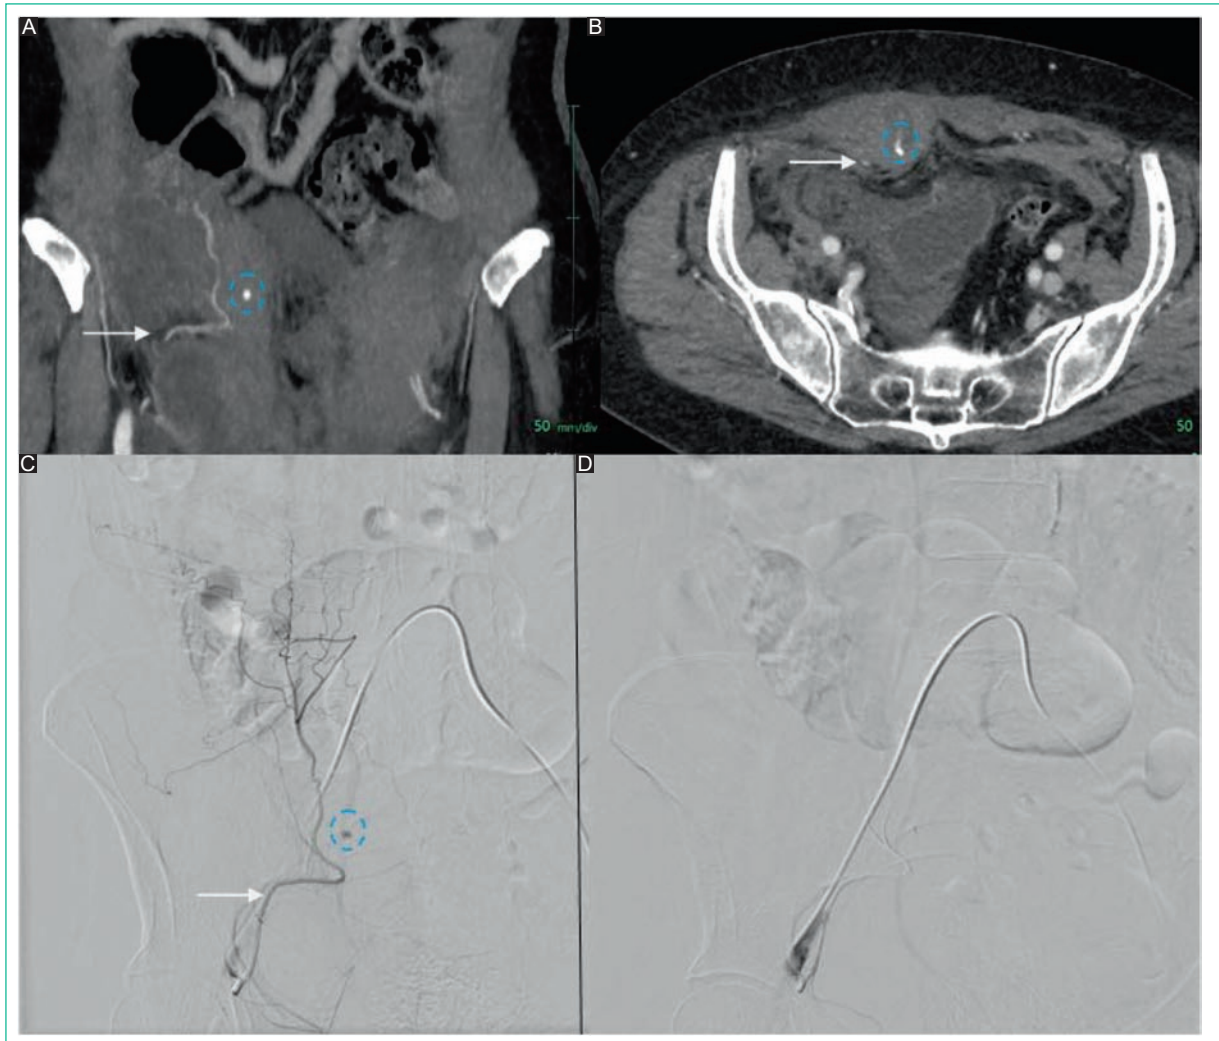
Paciente de 61 años sin COVID y anticoagulado. A y B: imágenes de angiotomografía en el plano coronal y axial respectivamente, donde se identifica un hematoma espontáneo en el músculo recto anterior derecho con sangrado arterial activo (círculo) dependiente de la arteria epigástrica inferior ipsilateral (flecha blanca). C: angiografía con sustracción digital donde se observa sangrado dependiente de la arteria epigástrica inferior. D: angiografía con sustracción digital en la que se visualiza una embolización exitosa mediante el uso de Glubran (pegamento). COVID: enfermedad por coronavirus.
